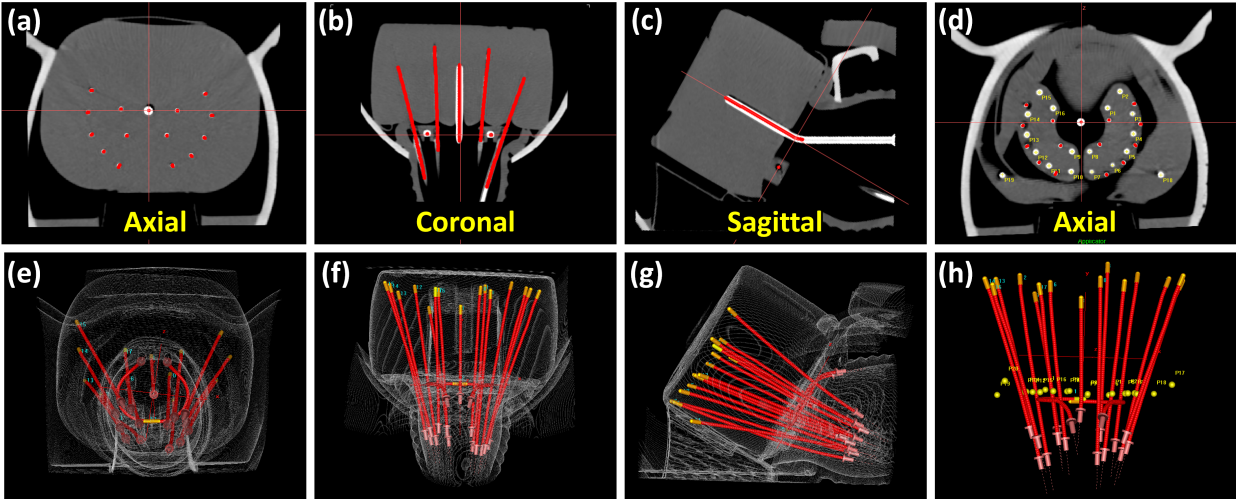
Oncentra® Brachy reconstruction of the MSR applicator's source paths in the phantom. CT image of the MSR applicator and IS needles in the IR-CTV mass: (a) Axial, (b) Coronal, (c) Sagittal; (d) Axial CT image of MSR applicator with reconstructed BB radiopaque markers. 3D reconstructed applicator and IS needle trajectories in phantom: (e) Front view, (f) Bird-eye-view, (g) Side view; (h) Bird-eye-view of 3D reconstructed applicator and IS needle trajectories as well as BB radiopaque markers.
